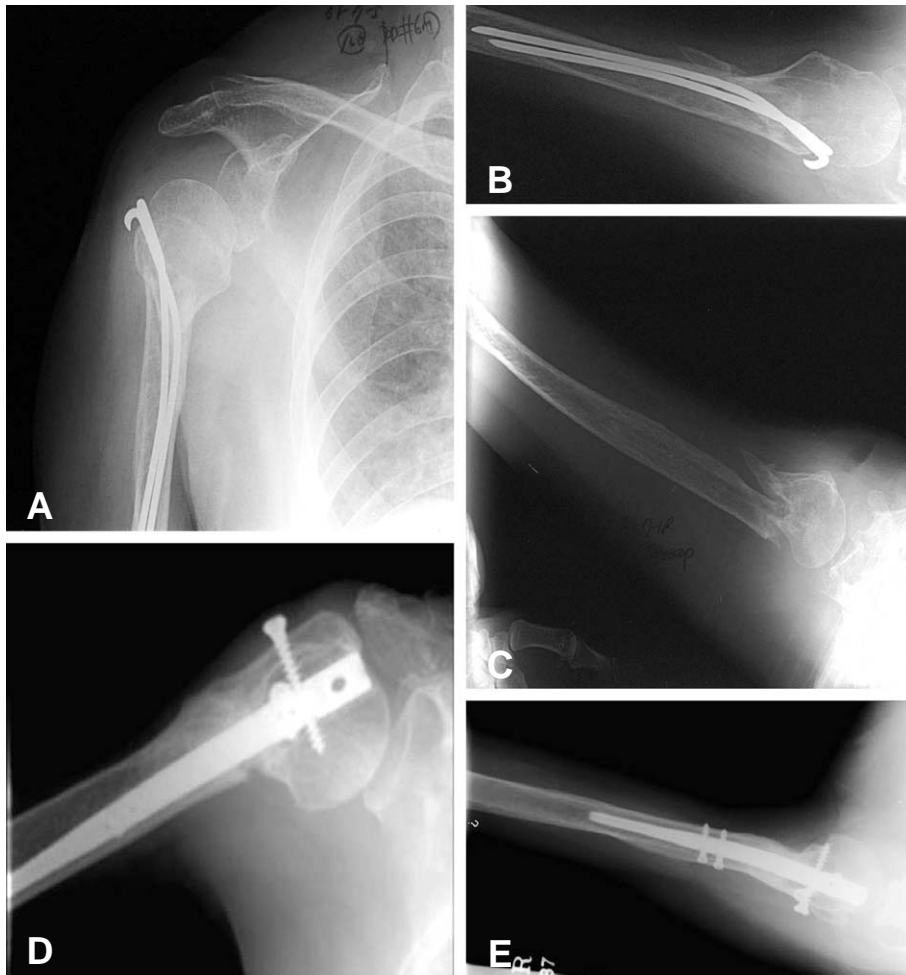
65 year old female patient received internal fixation with rush pin after a motor vehicle accident. She presented with continuous pain for 6 months. (A, B) Initial AP & axial views did not clearly show evidence of union with internal fixation. (C) Intraoperative x-ray shows nonunion after pin removal. (D, E) Polaris IM nailing with auto iliac bone graft was done. AP & axial view at POD 15 months show evidence of union with good results.
